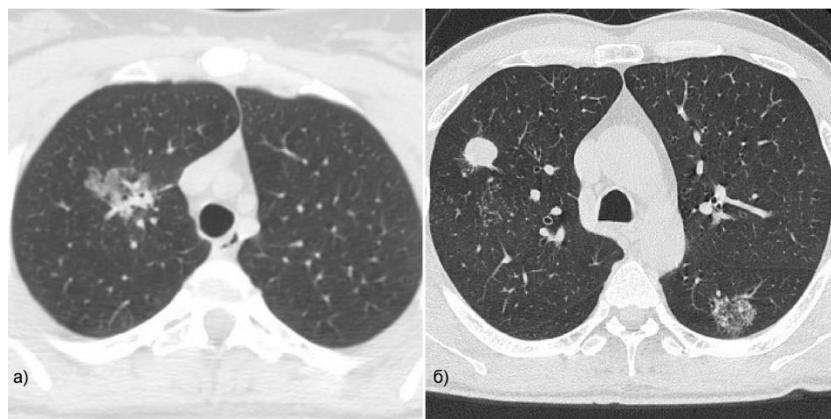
Виды ПОЛ в зависимости от степени поглощения рентгеновского луча:
